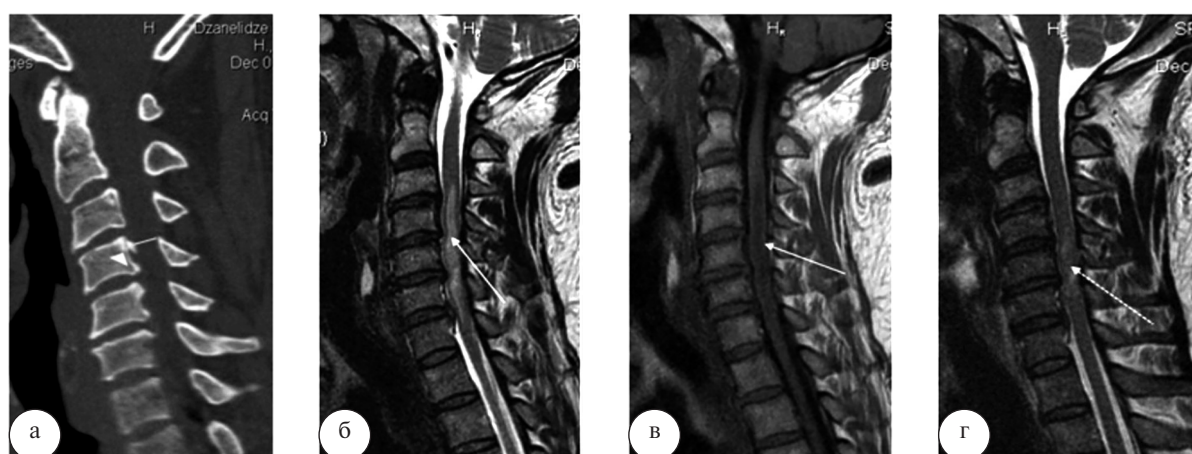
Пострадавший Р., 46 лет. Кататравма. ЗПСМТ ШОП. Ушиб СМ. Комбинированный стеноз ПК. КТ ШОП в сагиттальной реконструкции (а). МРТ ШОП в сагиттальной (б, г – Т2 ВИ, в – Т1 ВИ) проекции. Анатомически узкий ПК на фоне дегенеративных изменений (▲). Распространенный отек СМ (↑). Уменьшение отека СМ (†) через 10 дней
